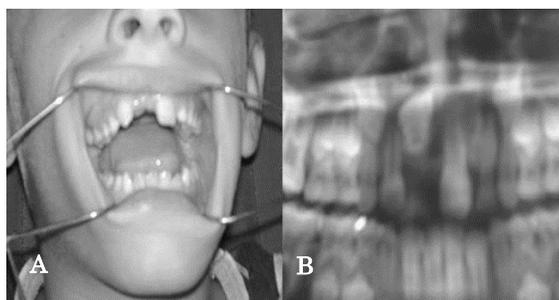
Impactación dentaria del diente 11: (A) Fotografía clínica. (B) Ortopantomografía del mismo paciente.
